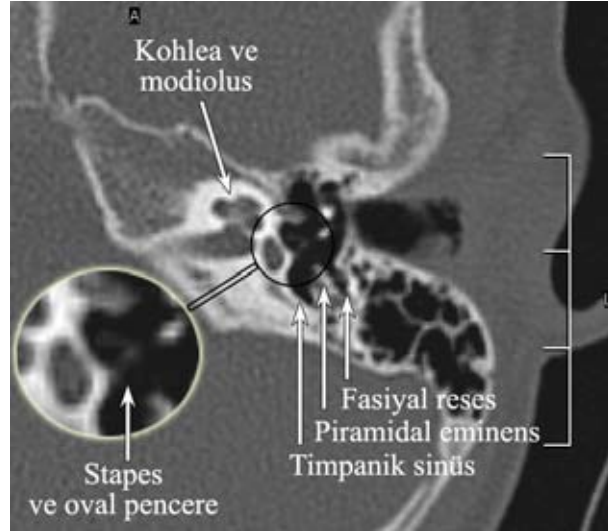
Temporal kemiğin lateral SSK düzeyinden geçen aksiyel BT kesiti.
